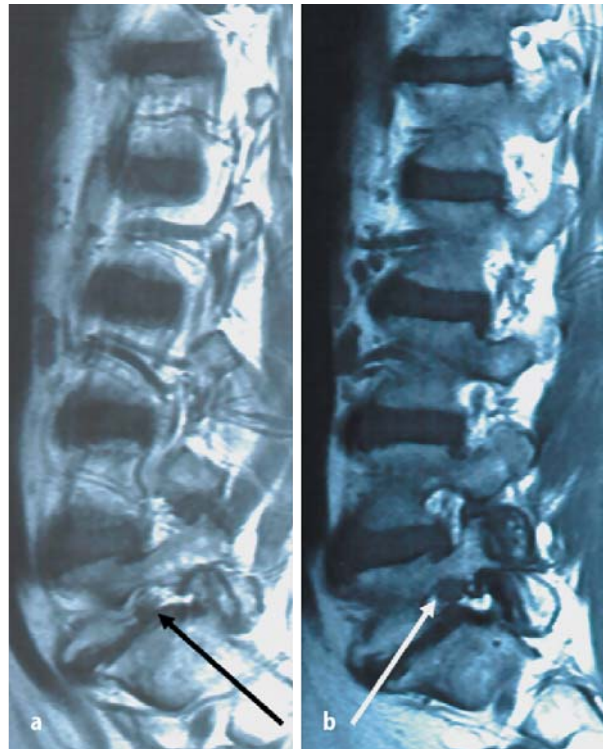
◀ MRI bei Spondylolisthesis: die foraminäre Stenose mit Kompromittierung der Wurzel L₅ (Pfeil) ist eindeutig erkennbar
